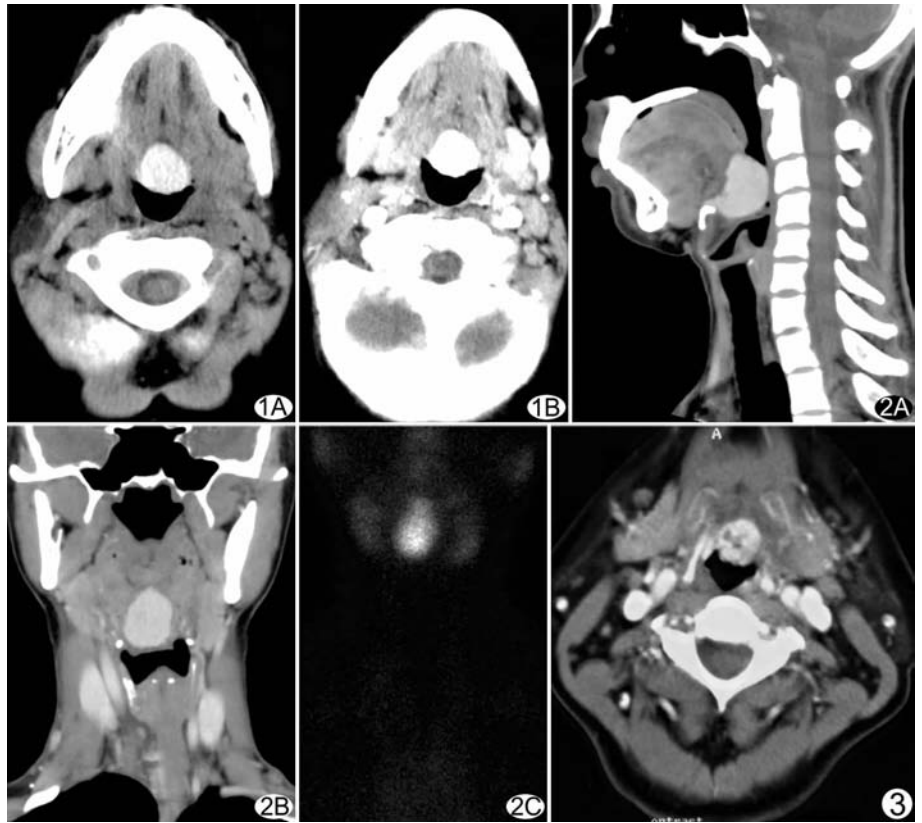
患者女, 9 岁。颈部横断面 CT 平扫示舌根中线区类圆形高密度结节影, 边界清楚 (A); 横断面 CT 增强扫描示病灶明显强化 (B) 图 2 患者女, 28 岁。颈部 CT 增强扫描重建冠状面及矢状面示舌根中线区类圆形、明显强化的结节影, 边界清楚 (A、B); Na^{99m}TcO₄ 前后位甲状腺静态显像示舌根部类圆形摄取显像剂的组织, 其内放射性分布均匀 (C) 图 3 患者女, 43 岁。颈部横断面 CT 增强扫描示舌根中线区类圆形、明显强化的结节影, 内散在囊状低密度区
